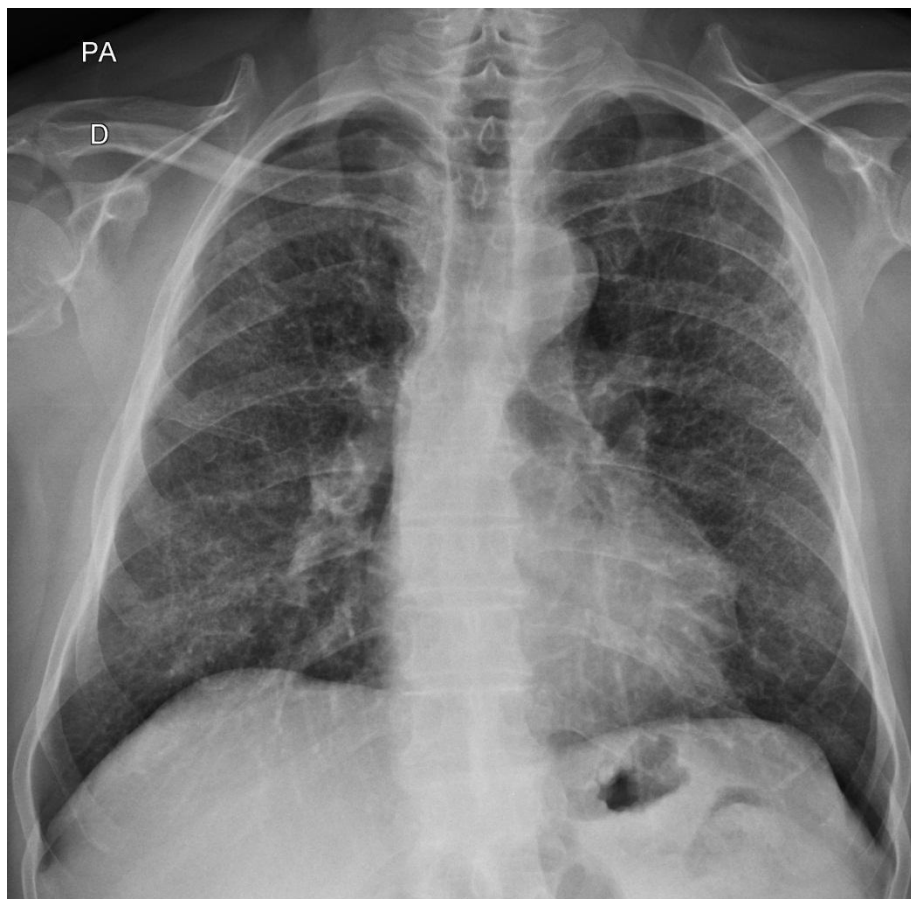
Radiografia de tórax em PA. Infiltrado intersticial acometendo difusamente ambos os pulmões.
